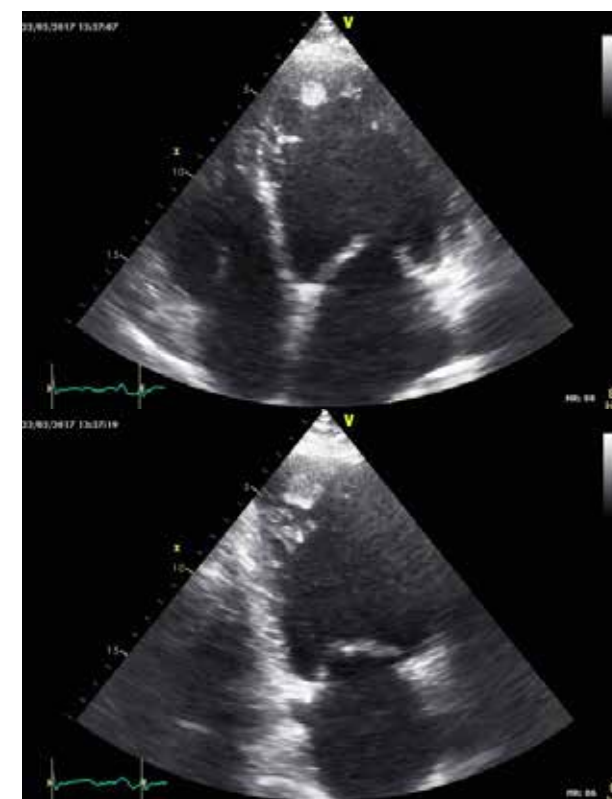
ETT, incidența apical 4 și 2 C. Trombi intraventriculari după 2 săptămâni de terapie anticoagulantă, cu dimensiuni net reduse
